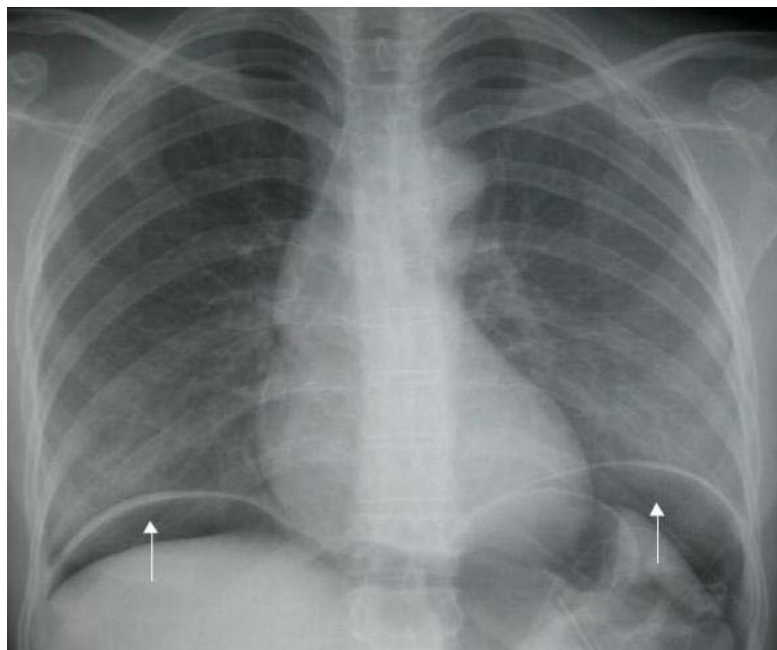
une radiographie de thorax de face centré sur les coupes diaphragmatiques montrant la présence d'un pneumopéritoine.
